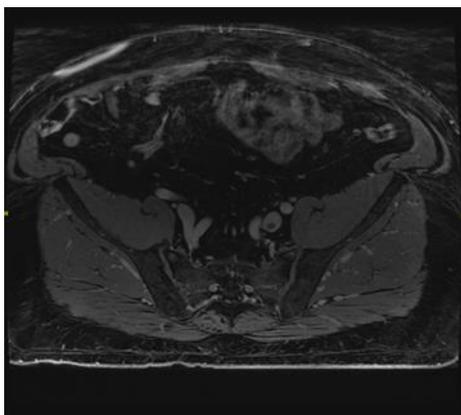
Venografía por RM
